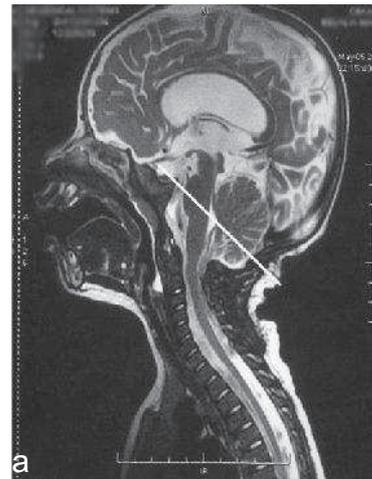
IRM en coupe sagittale de contrôle
